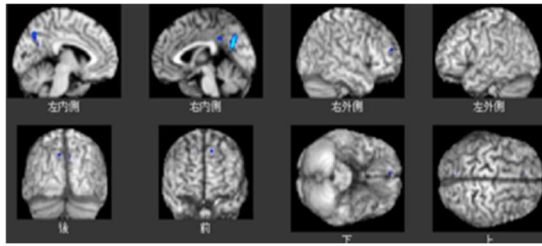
抗 Aβ 抗体薬治療 18 か月後のアミロイド PET センチロイド解析（CL4.9）
